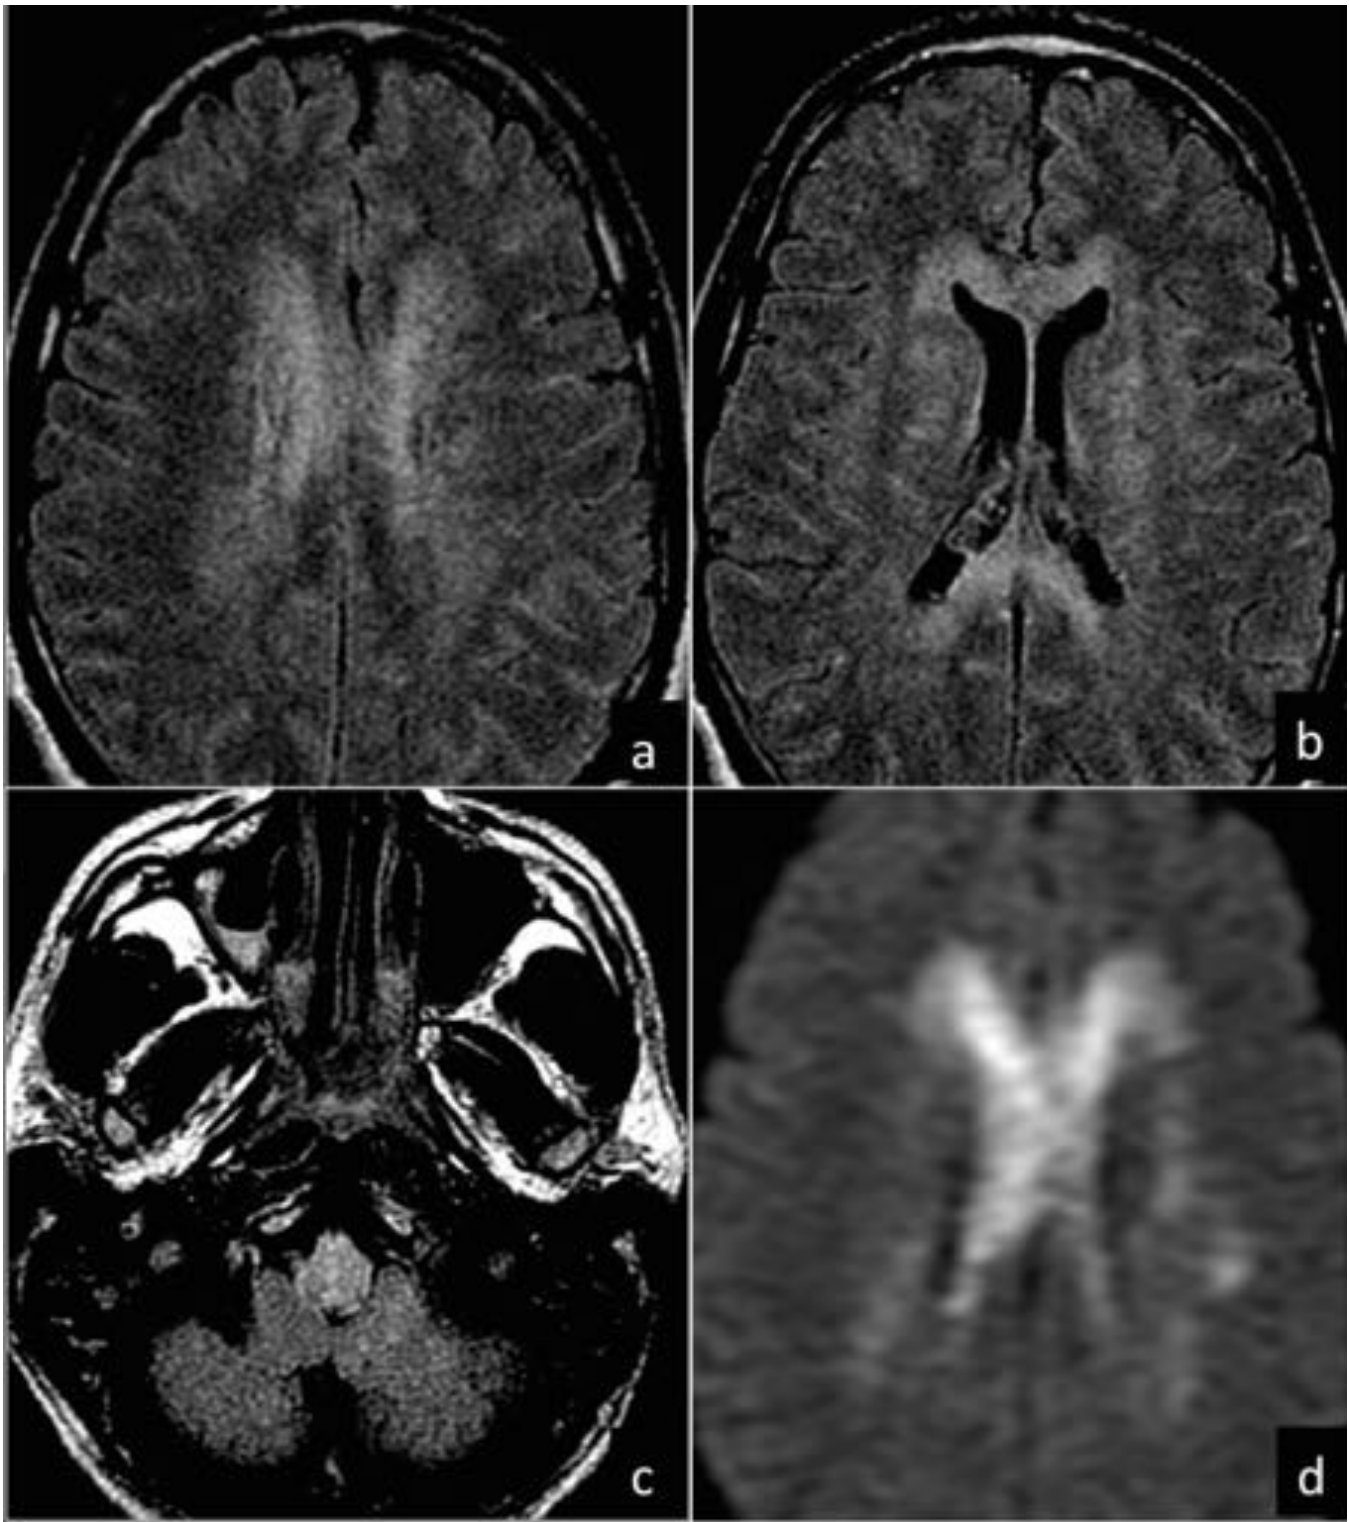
Paciente de 30 años ingresado en UCI por meningoencefalitis con evolución tórpida. En RM encefálica se visualiza tumefacción e hiperseñal en secuencias FLAIR de la totalidad del cuerpo caloso
